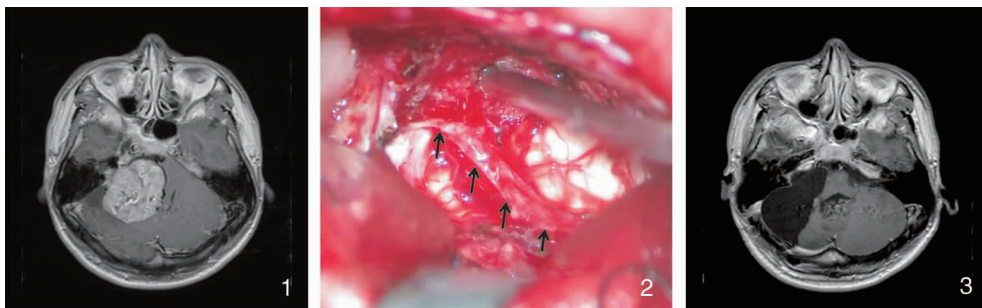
术前 MRI 轴位增强扫描示肿瘤位于右侧桥小脑角,体积巨大,类圆形,肿瘤显著均匀强化,瘤内可见血管流空影;内听道内可见强化肿瘤信号。脑干严重受压并朝对侧移位 图 2 肿瘤全部切除后面神经的全程走行,面神经形态变薄,近内耳门处有显著的扇形扩张(↑) 图 3 术后 MRI 轴位增强扫描,示肿瘤全部切除,受压脑干形态恢复。此例患者恢复顺利,术后面神经功能 H-B1 级
